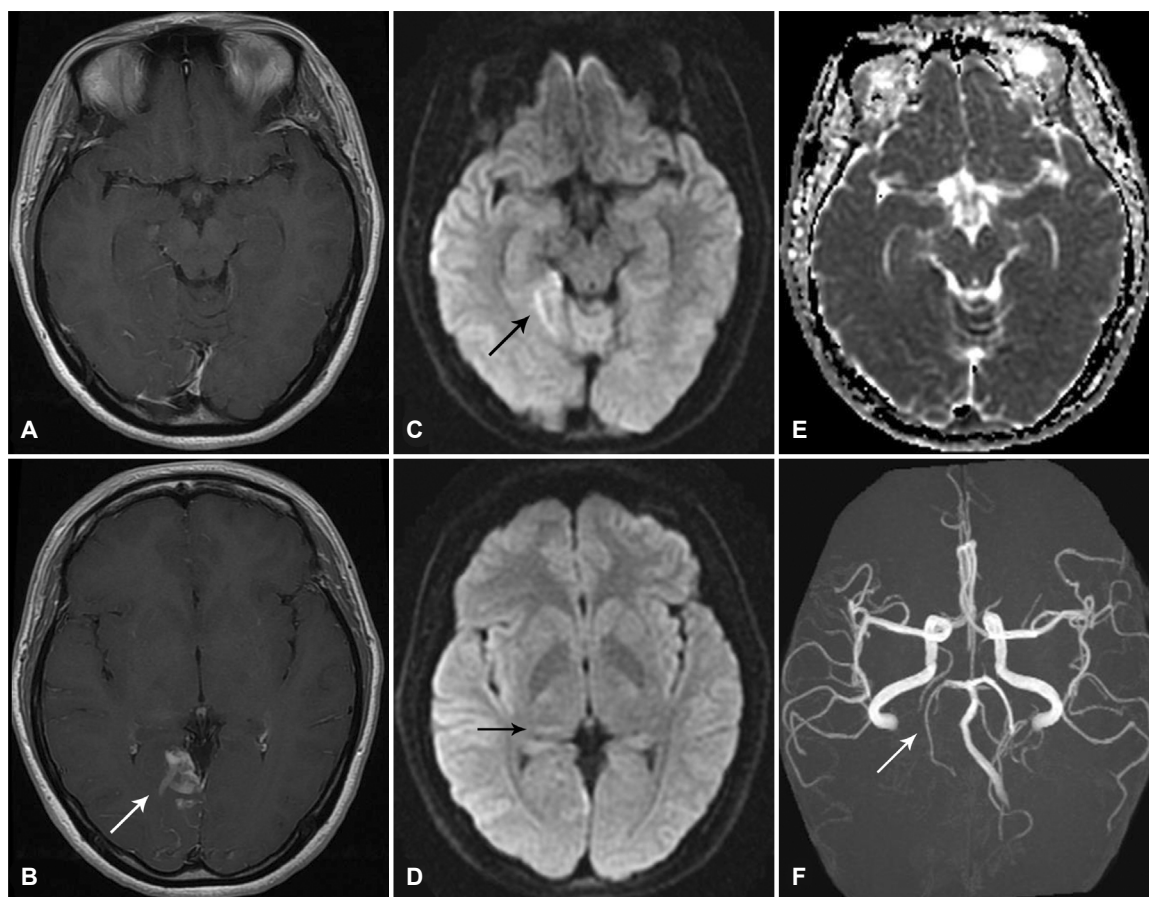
Brain magnetic resonance imaging (MRI) and MR angiography in a patient with migraine with aura. Contrast-enhanced T1-weighted MRI shows no enhancement in the diffusion-restricted lesion (A), but reveals enhancement in the right lingual gyrus (arrow), which has no diffusion-restriction (B). Diffusion-weighted imaging shows high signal intensity in the territories of the right posterior cerebral artery involving the right parahippocampal gyrus (arrow) (C) and posterior thalamus (arrow) (D), which appeared as hypointense on the apparent diffusion coefficient map (E), suggesting acute infarction. (F) Brain MR angiography shows diffuse stenosis of the right posterior cerebral artery (arrow).
